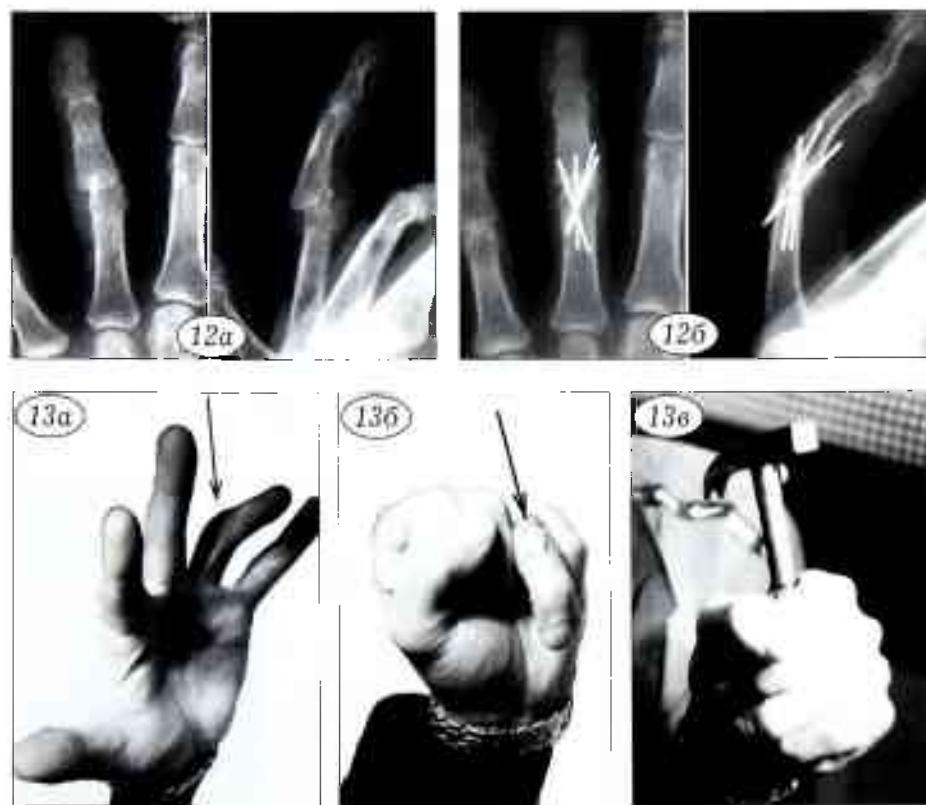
Рентгенограммы проксимального межфалангового сустава IV пальца левой кисти больного К. до лечения (а) и после оперативного лечения (б).
